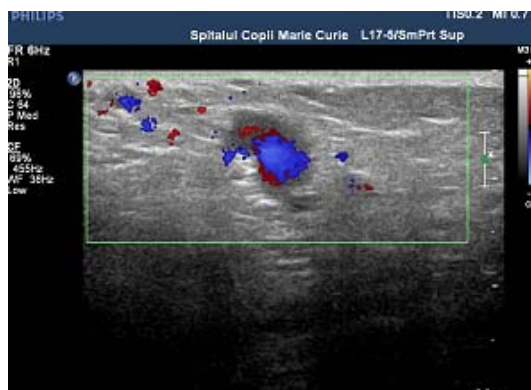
Aspect ecografic la 1 lună de tratament
